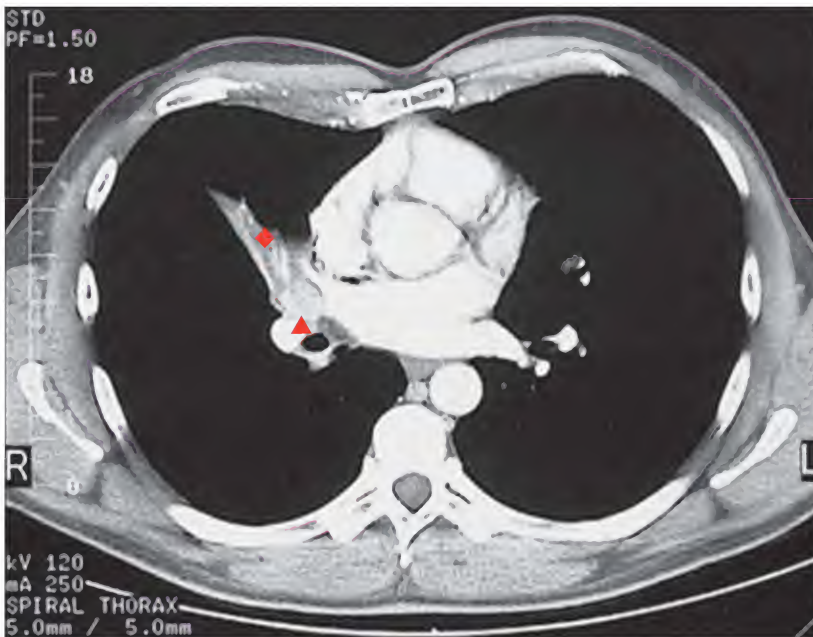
Carcinoide bronquial, tomografía computarizada
